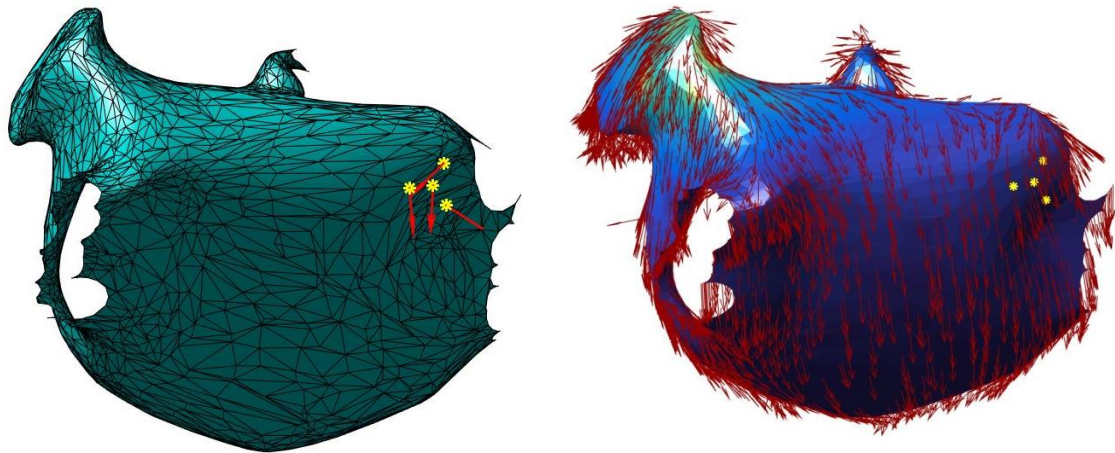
1ª iteración secuencia guiado para ablación. A) CRM y OI locales. B) CRM, OI, RM globales
